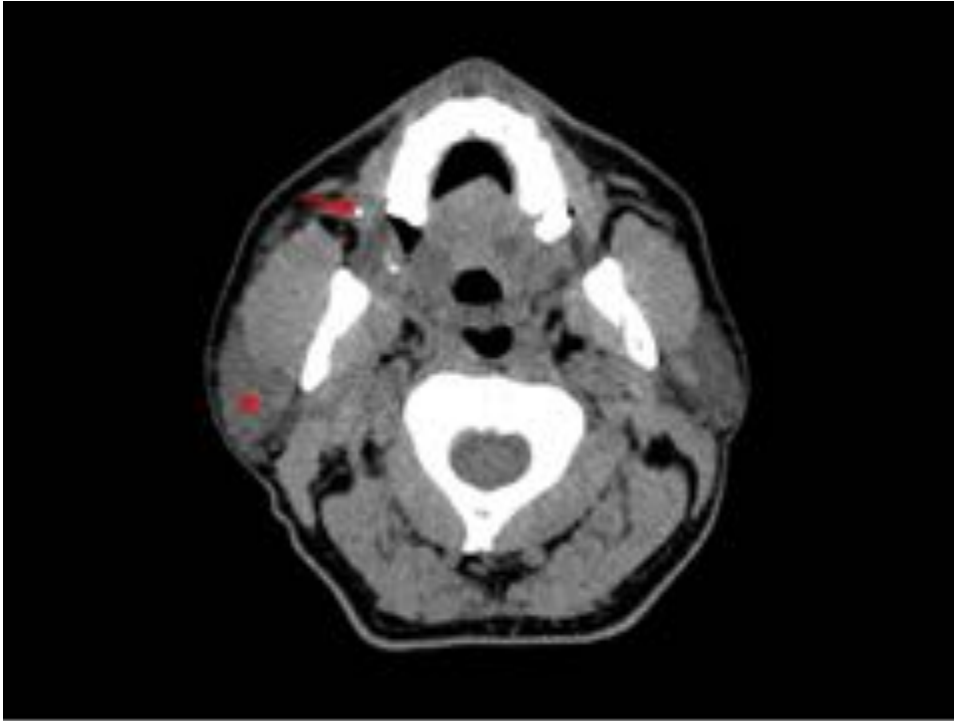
Paciente con inflamación parotídea derecha de un día de duración junto con salida de material purulento a través del meato de conducto de Stenon. Se realiza TC en el que se observa un aumento de tamaño de la glándula parótida derecha (*), así como una litiasis de tamaño milimétrico (flecha) a nivel distal del conducto de Stenon.
